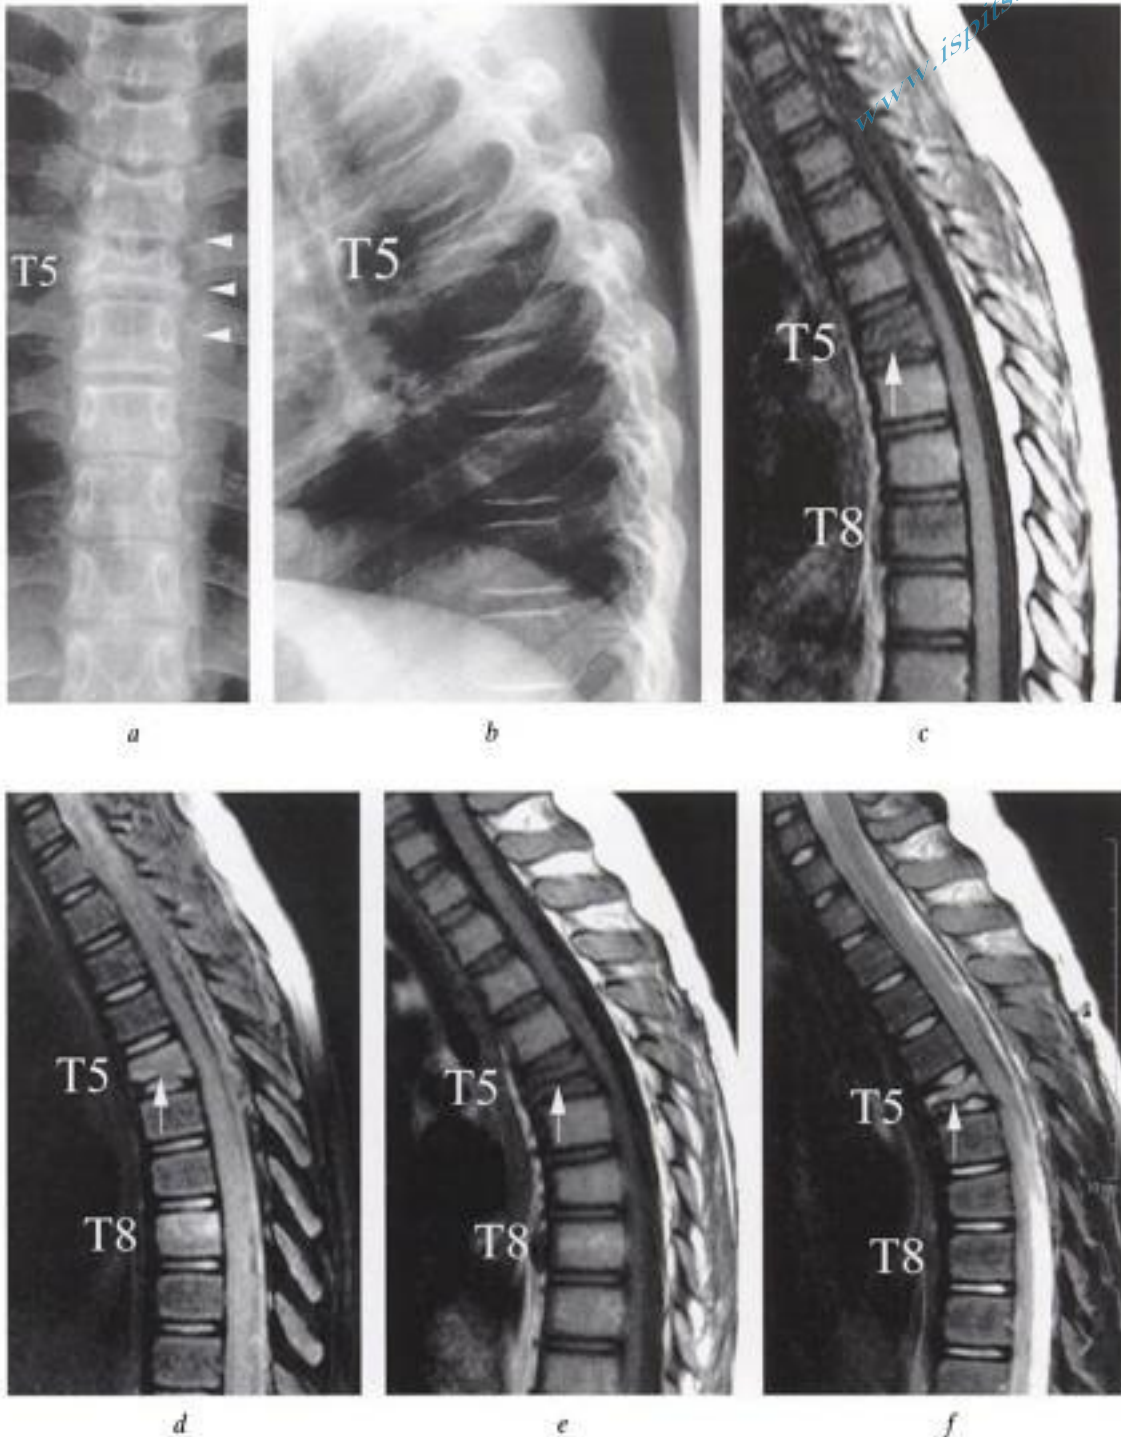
Granulome éosinophile rachidien (douleurs chez une enfant de 9 ans). Radiographie a) de face et b) de profil du rachis thoracique : affaissement du corps de T5 aux dépens du plateau inférieur, avec petit fuseau paraspinale gauche (têtes de flèches en a). IRM, coupes sagittales pondérées c) T1, d) T2 : infiltration du corps vertébral de T5 et de T8 en hyposignal T1 et hypersignal T2 ; tassement limité du plateau inférieur de T5 (flèche). Contrôle IRM à 6 mois en coupes sagittales pondérées e) T1, f) T2 réalisé en raison d'un nouvel épisode douloureux : progression du tassement de T5 (évolution vers la vertebra plana) (flèche); normalisation des anomalies de signal de T8.
